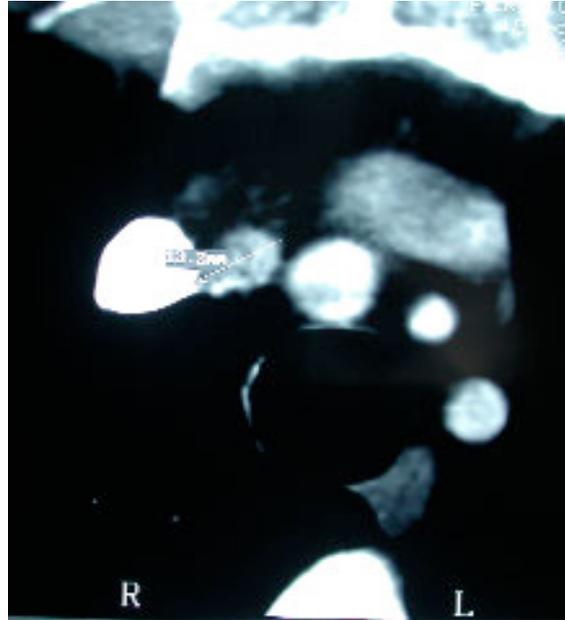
stesso caso della figura 3: a distanza di 24 mesi dall'intervento chirurgico, riscontro di piccola recidiva neoplastica mediastinica, captante ad indagine scintigrafica.
